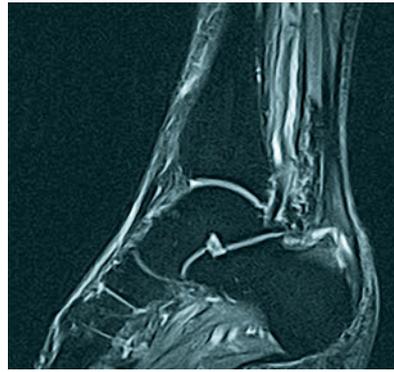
MRI mit subtotaler Ruptur der distalen Insertion der Achillessehne
